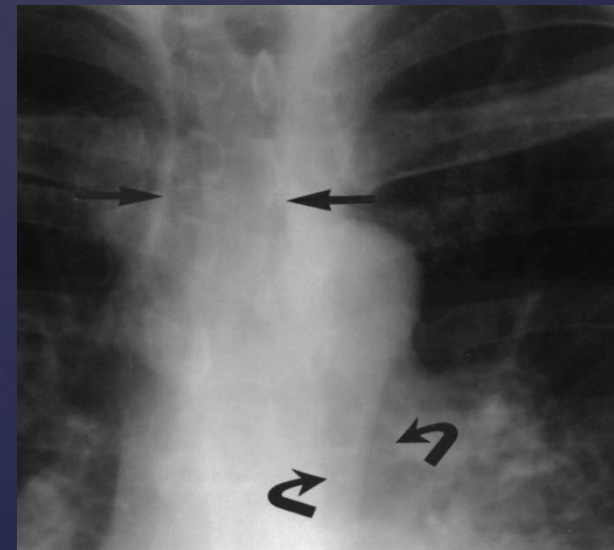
Трахеобронхомегалия (Синдром Мунье-Куна). Обзорная (передне-задняя) рентгенограмма показывает увеличенную трахею (прямые стрелки) и увеличенные бронхи (изогнутые стрелки)
